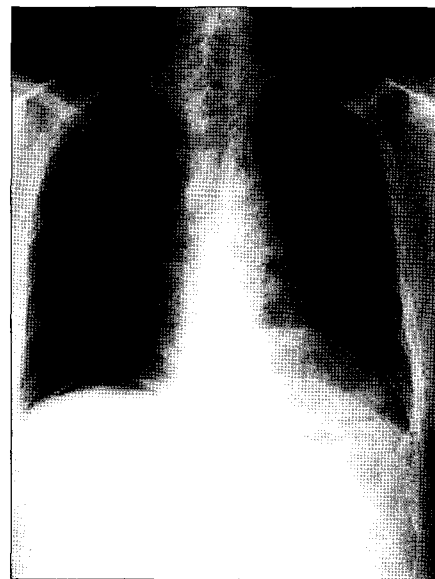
Chest x-ray showing free air in the right subdiaphragmatic space at the time when the patient showed clinical signs of acute abdomen.
